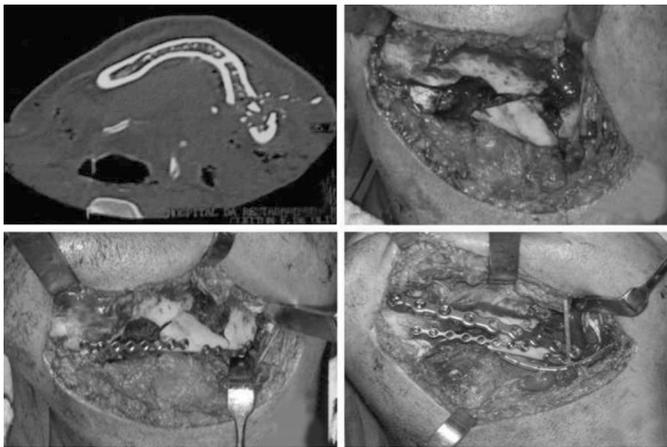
(a) tomografia computadorizada em corte transversal, denotando a cominuição de corpo e ângulo mandibular esquerdo; (b) Acesso submandibular de ângulo esquerdo; (c) Fixação das basilares com placa 2.0; (d) fixação interna com placa 2.4 nos cotos fraturados.
